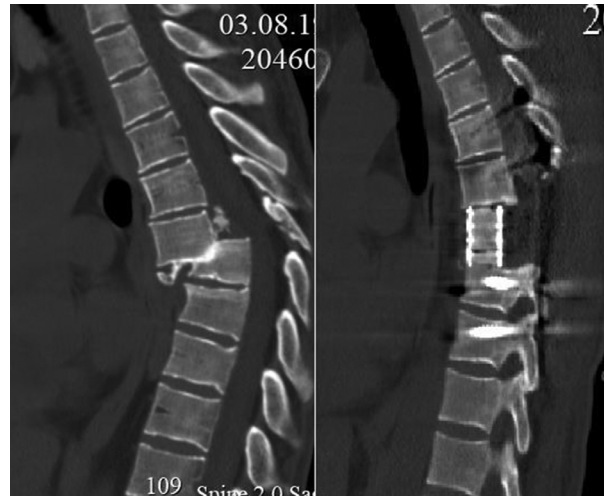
КТ-исследование позвоночника больного И. до операции и через 12 месяцев после вмешательства
